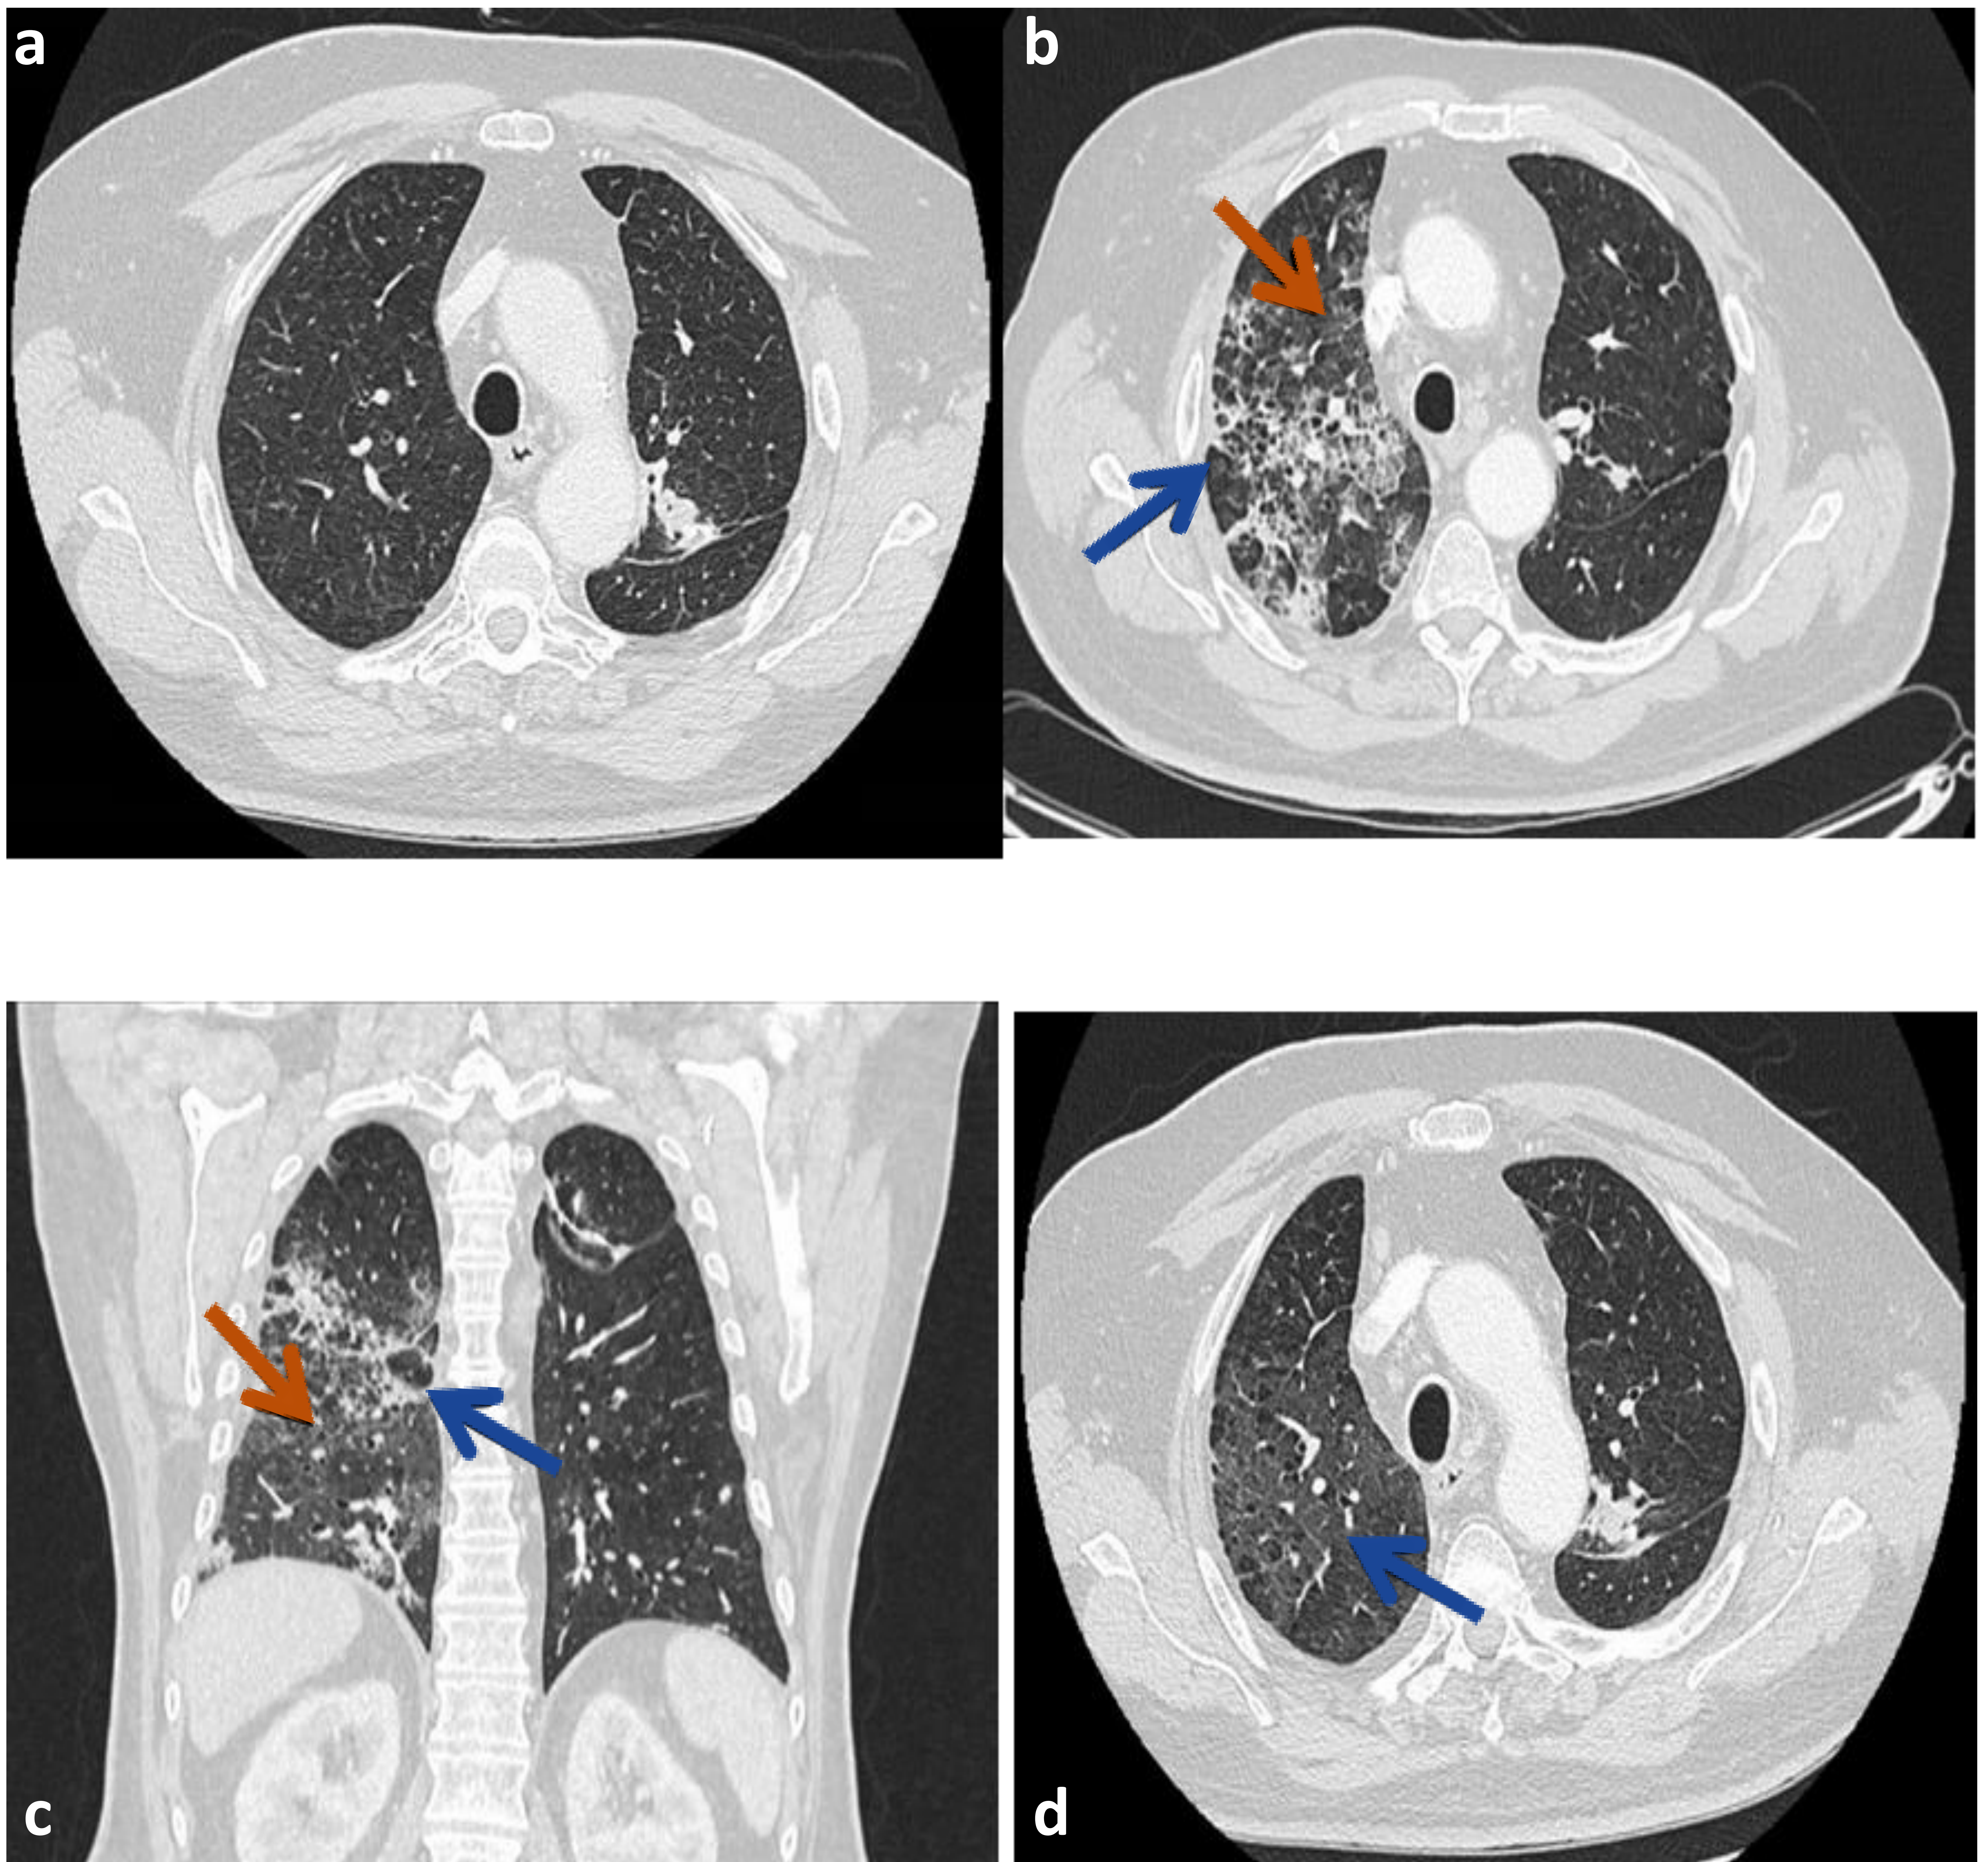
Neumonitis grado 3 patrón NINE en un varón de 70 años en tratamiento con Nivolumab por un adenocarcinoma de pulmón. (a) Corte axial de Tc de tórax basal antes de iniciar la inmunoterapia. (b, c) Corte axial y coronal de TC de tórax a los 4 meses de comenzar con Nivolumab donde vemos opacidades consolidado-atelectásicas (flecha continua), distorsión-fibrosis en evolución y otras áreas con patrón en empedrado (flecha naranja) (d) Corte axial de TC de tórax a las 4 semanas de interrumpir el tratamiento y administrar corticoterapia en el que se visualiza consolidación en vidrio deslustrado tenue con tendencia a la resolución residual (flecha azul).
